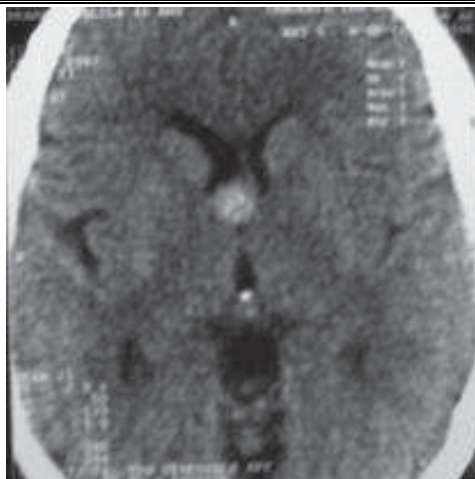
aspect TDM d'un kyste colloïde du troisième ventricule avec des ventricules de petite taille [28].
